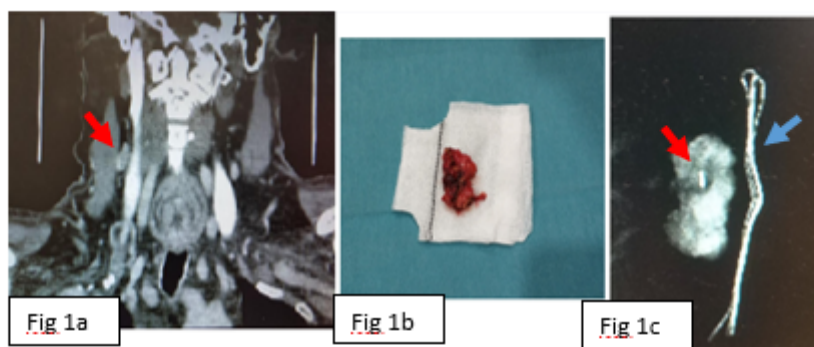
TAC Adenopatía cervical
